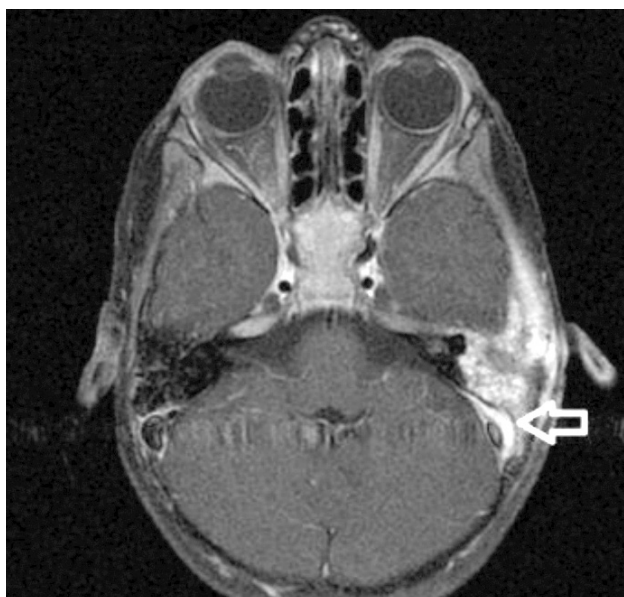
RM con gadolinio que muestra engrosamiento de la meninge (flecha) junto a seno sigmoide izquierdo, no trombosado, y cambios inflamatorios en mastoides izquierda tras mastoidectomía
